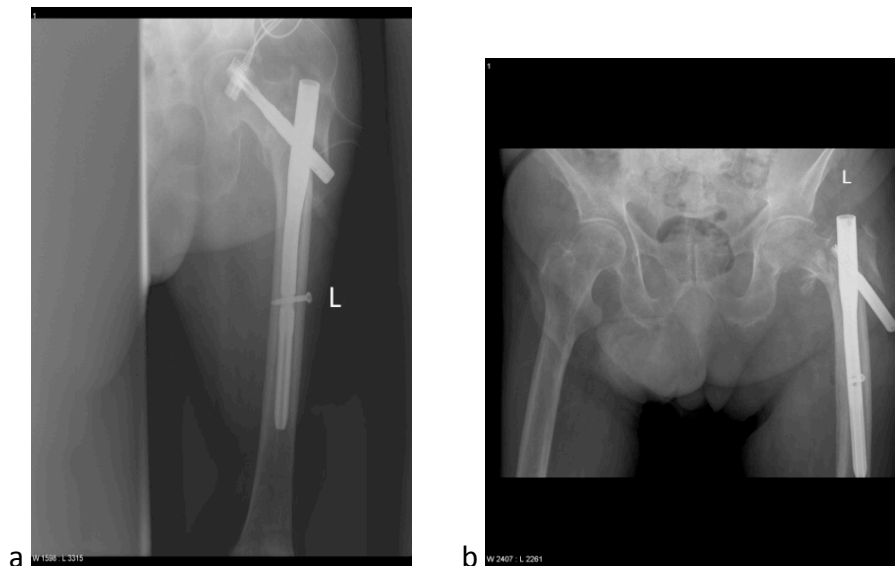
Röntgenaufnahme direkt nach der Operation mit dem Proximalen Femurnagel Antirotation und 2 Wochen später mit einer Klingendislokation (98-jähriger Patient aus dem eigenen Patientenkollektiv)
